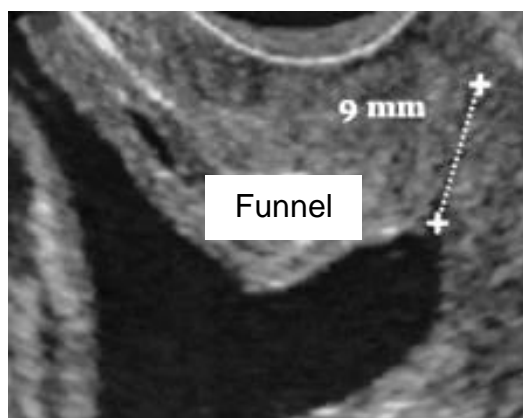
Valoración ecografía de la presencia de funnel o embudización cervical
